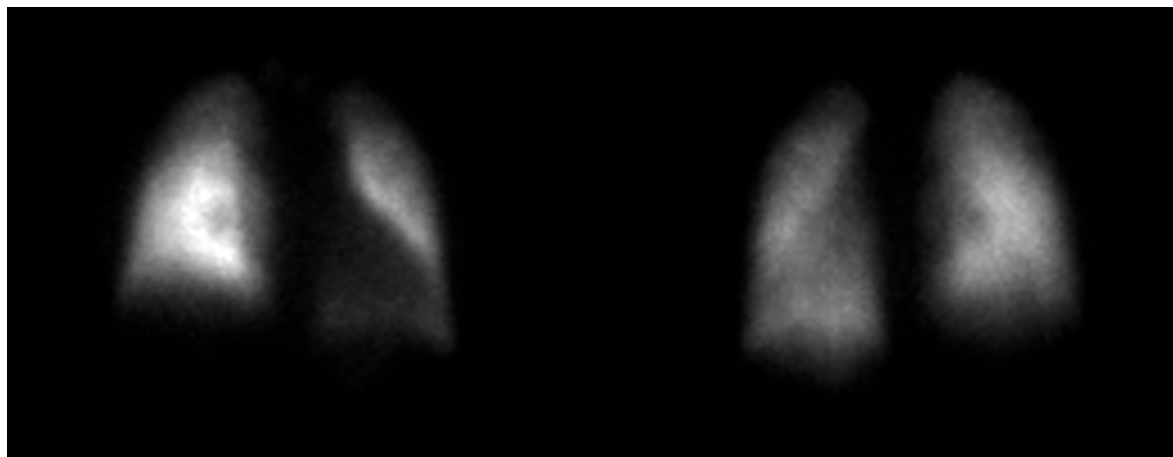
Нормальная картина перфузии легких в двух проекциях. Исследование по минимальному протоколу позволяет в течение 5 минут исключить значимую ТЭЛА .
